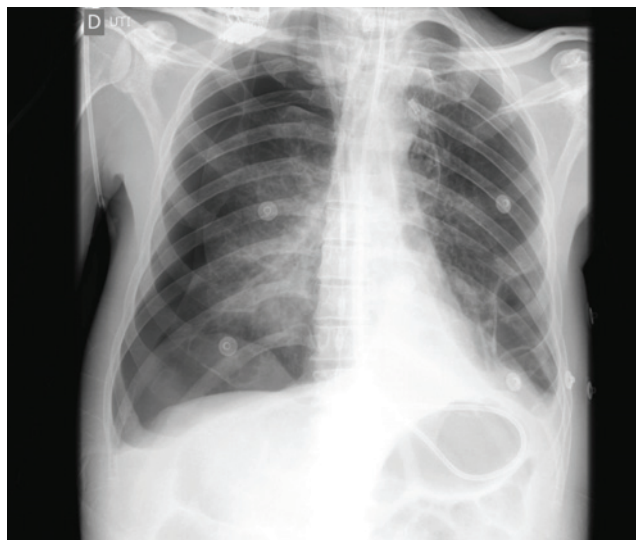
Radiografía de Tórax en Incidencia Anteroposterior Después del Inicio de los Síntomas Respiratorios. Un Gran Neumotórax es Visible en no Hemitórax Derecho.
